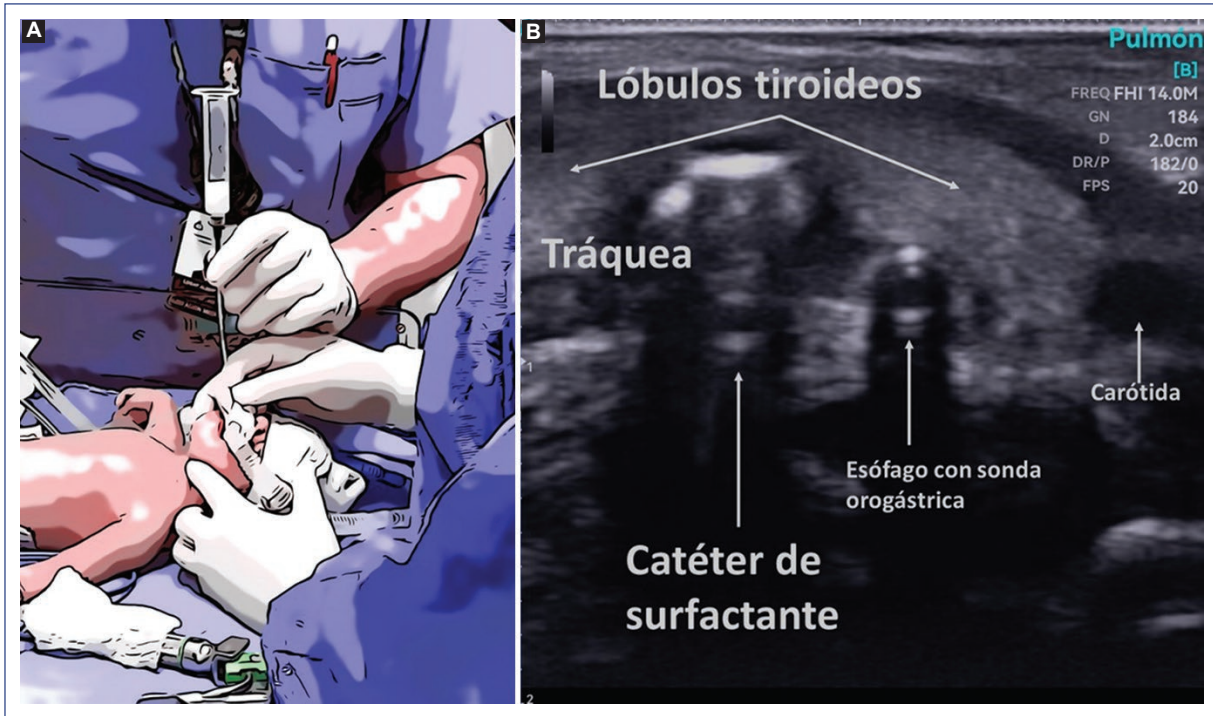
Utilidad del UP durante la técnica LISA. A: técnica LISA donde se muestra el catéter tras la inserción con el paciente en CPAP. B: en la vista transtraqueal se puede localizar el catéter de surfactante dentro de la vía aérea entre los dos lóbulos tiroideos. A la izquierda del paciente se observa el esófago con la sonda orogástrica. CPAP: presión positiva continua en las vías aéreas; LISA: administración de surfactante menos invasivo, *less invasive surfactant administration*; UP: ultrasonido pulmonar.
